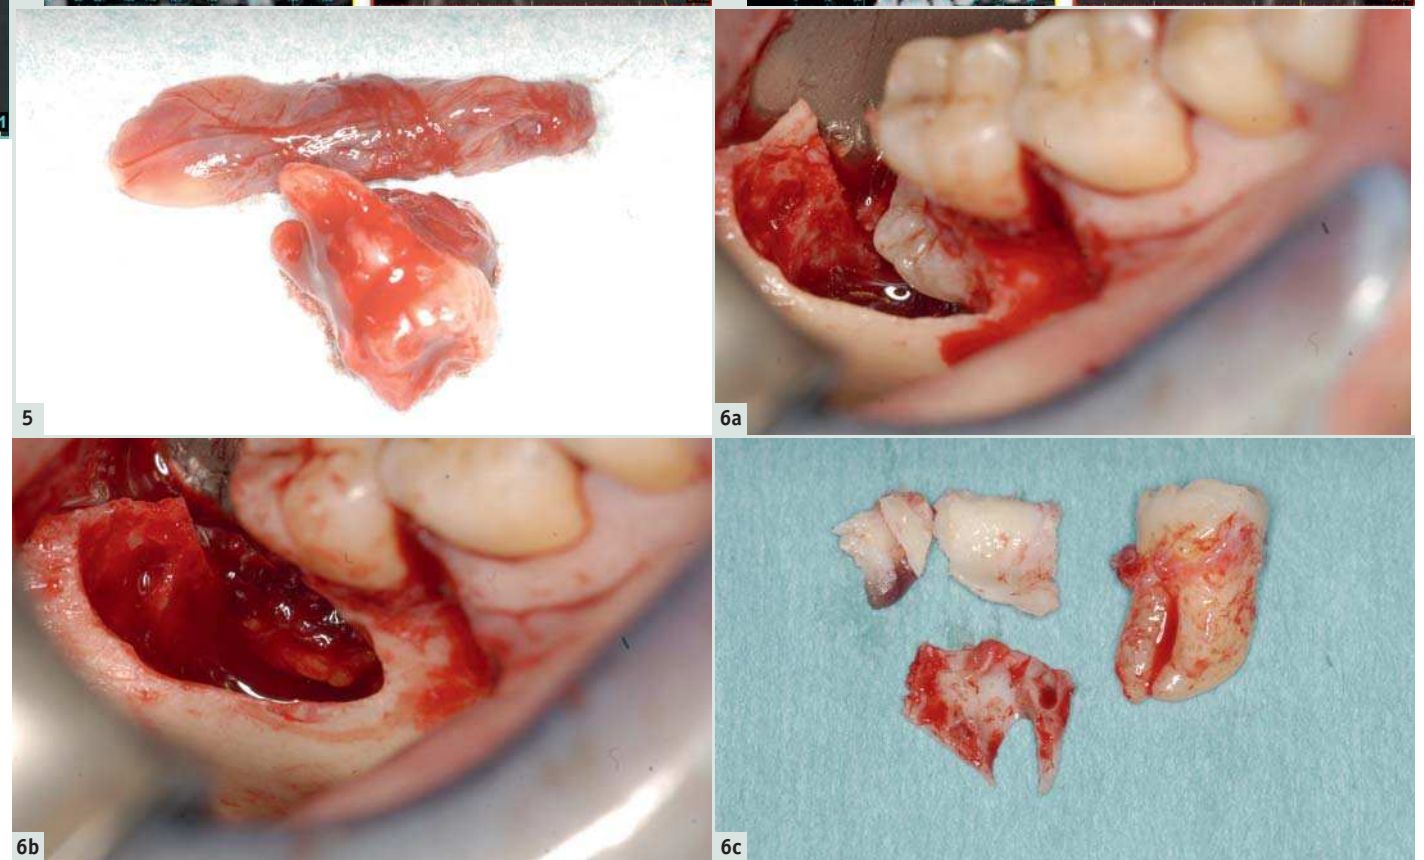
28, kyste péricoronaire et polype endosinusien. | Fig. 6a : Double ostéotomie de la table linguale aux ultrasons. | Fig. 6b : Hernie de la glande submandibulaire dans le site d'extraction. | Fig. 6c : 48, volet lingual alvéolaire et trigone rétromolaire (2 fragments).
